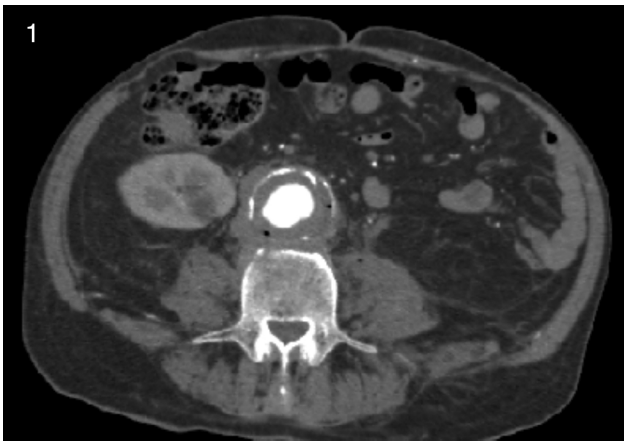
TAC abdominal con contraste intravenoso en fase arterial. Se observa aneurisma de aorta abdominal infrarrenal de diámetro máximo de 48 mm, trombo mural circunferencial en su interior, con múltiples burbujas de gas en su pared, compatible con aneurisma micótico. Puede visualizarse colección retroaórtica laminar con densidad de partes blandas, sin plano de separación con trombo mural, ni con los cuerpos vertebrales, en relación con colección.
